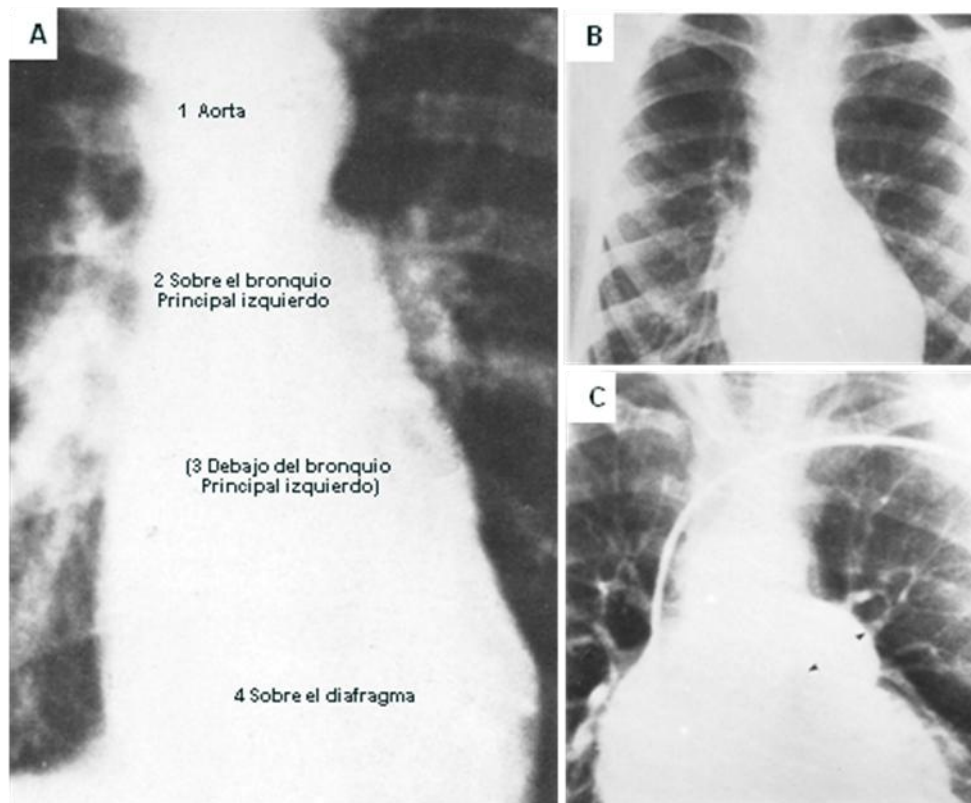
100. A. Radiografía frontal de tórax que demuestra las lobulaciones normales del contorno cardiaco izquierdo, normalmente solo son 3. B. Tercer mogul prominente en un paciente con tetralogía de Fallot y un gran defecto del septo atrial, el angiocardiograma (C) del mismo paciente, muestra dilatación post estenotica del infundíbulo (cabezas de flecha) que contribuye a formar el tercer mogul.
